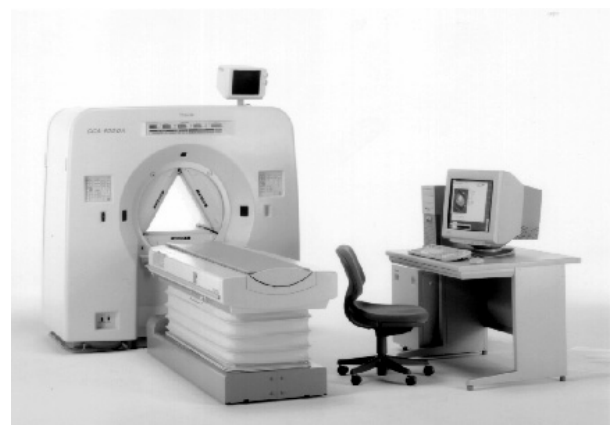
ガンマカメラ型 SPECT 専用機の外観
